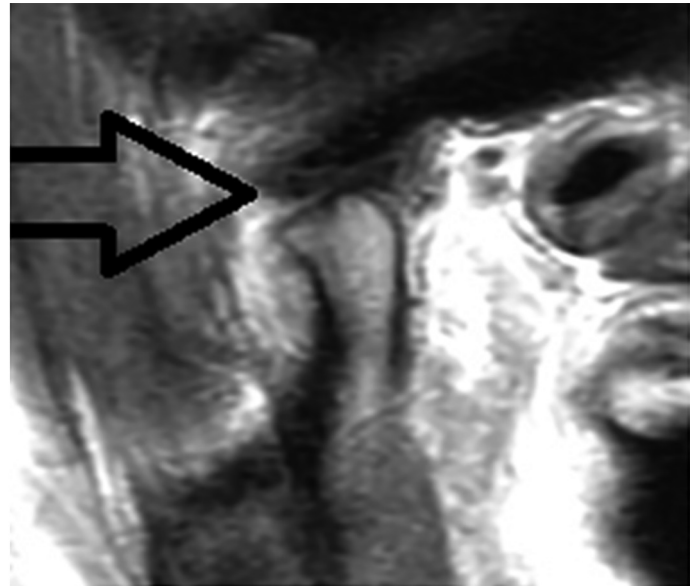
T1 взвешенное МРТ изображение правого ВНЧС больного С., 34 лет в сагиттальной проекции. Видно повышение интенсивности сигнала суставного диска за счет дегенеративных его изменений
